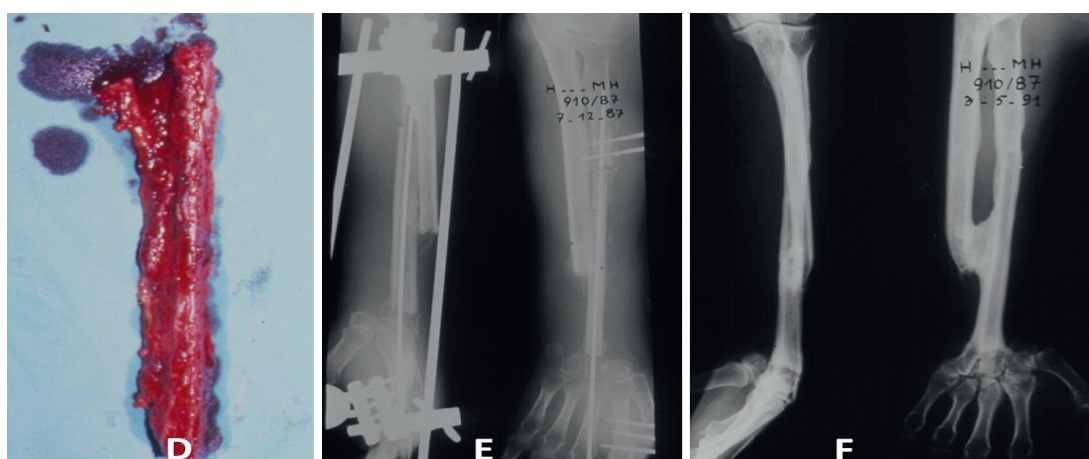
DEF : D : prélèvement d'un fibula vascularisé. E : reconstruction de la perte de substance osseuse par le fibula vascularisé, fixé par une broche centromédullaire et un fixateur externe. F : Radiographie au recul, montrant la consolidation et l'absence de récurrence.
